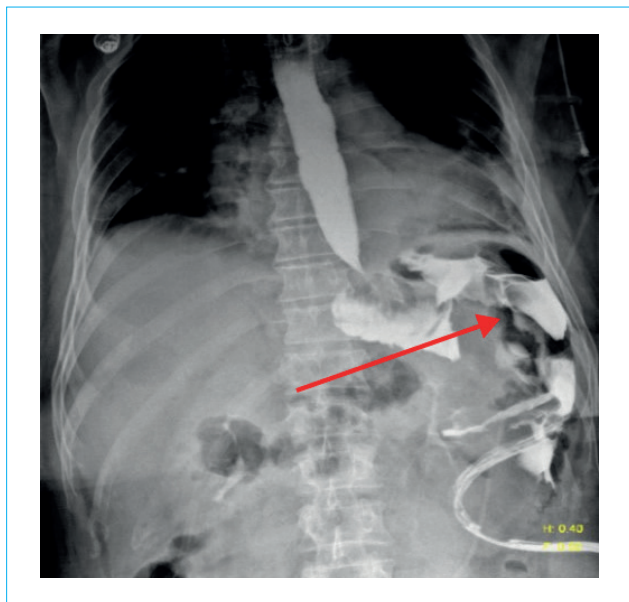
X-ray of esophagoenteroanastomosis with water-soluble contrast: signs of anastomotic failure (the red arrow indicates the entry of contrast into the abdominal drainage located in the area of the anastomosis)
